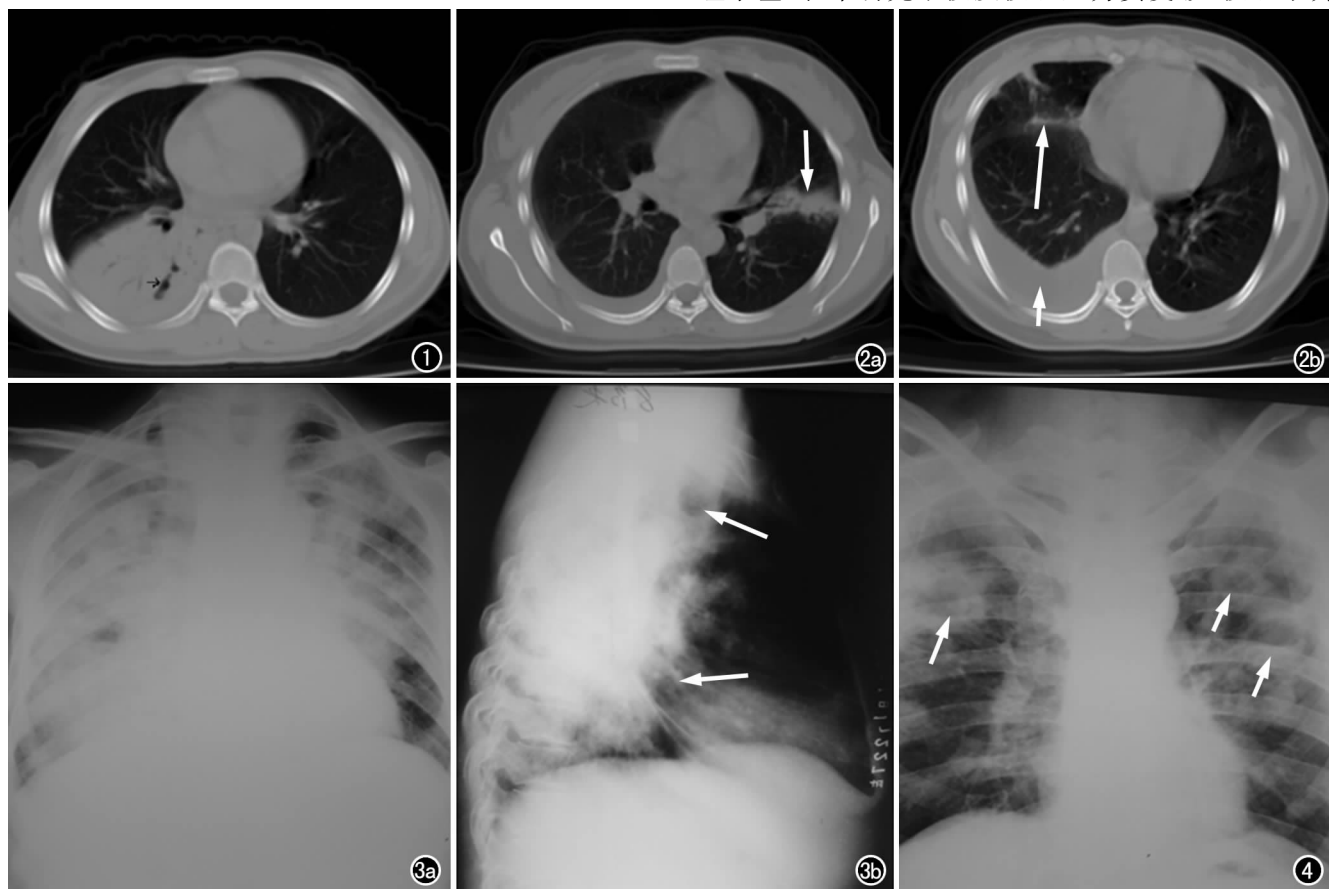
糖尿病合并肺结核,CT 片示右肺下叶实变影中有裂隙状空洞(箭),走行与支气管长轴一致。图 2 糖尿病合并肺结核。a) 左肺舌叶斑片影(箭); b) 右肺中叶斑片影(长箭)伴右侧胸膜炎(短箭)。图 3 糖尿病合并肺结核。a) 胸部正位片示两肺病变以实变为主; b) 胸部侧位:病变主要位于气管中轴线后方(箭),符合一般肺结核的分布规律。图 4 糖尿病合并肺结核,胸部正位片:两中上肺以多发性空洞为主。
